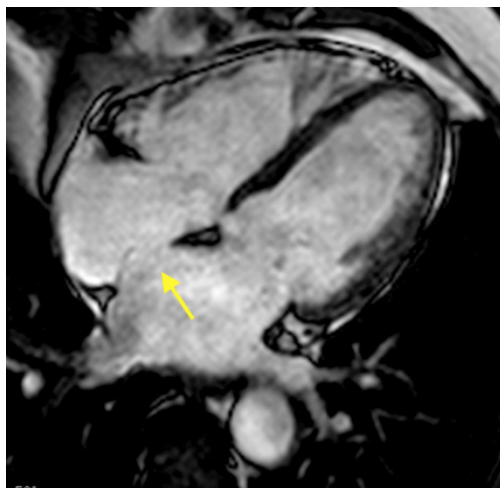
Paciente masculino, 61 años, presentando comunicación interatrial en la secuencia de cine-RM (flecha), y relación $Q_p/Q_s = 1,5$ calculada después de secuencia en fase contrast. Se observa también aumento discreto de cámaras derechas e importante en atrio izquierdo.
